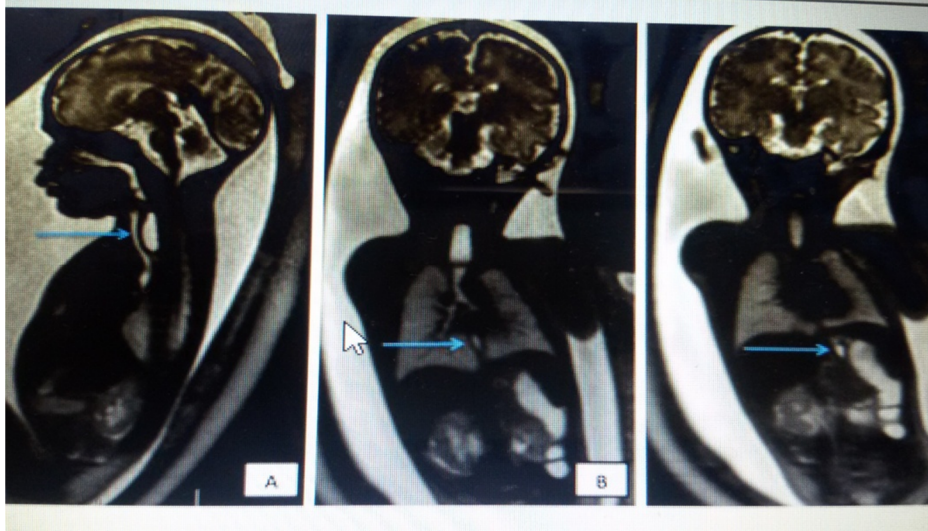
IRM séquence T2. A. Cul-de-sac supérieur (→). B. Bas œsophage (→). C. Petit estomac (→).
